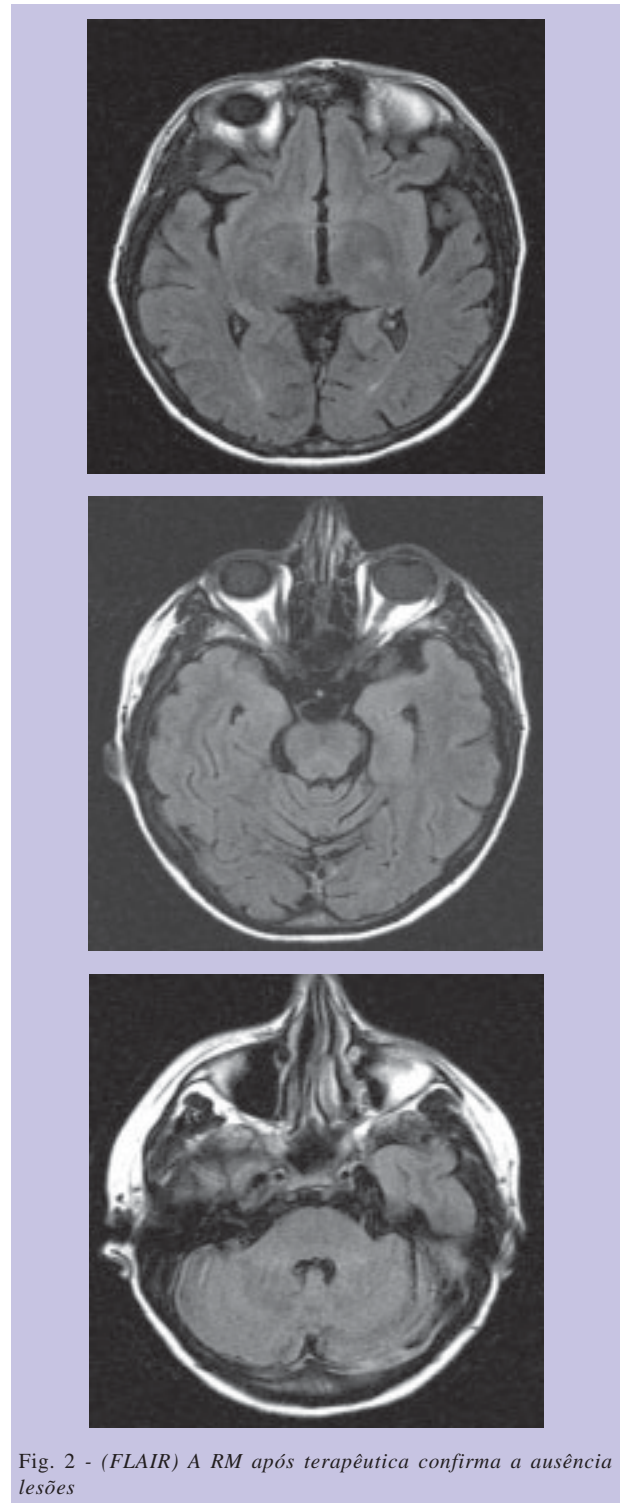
(FLAIR) A RM após terapêutica confirma a ausência lesões
